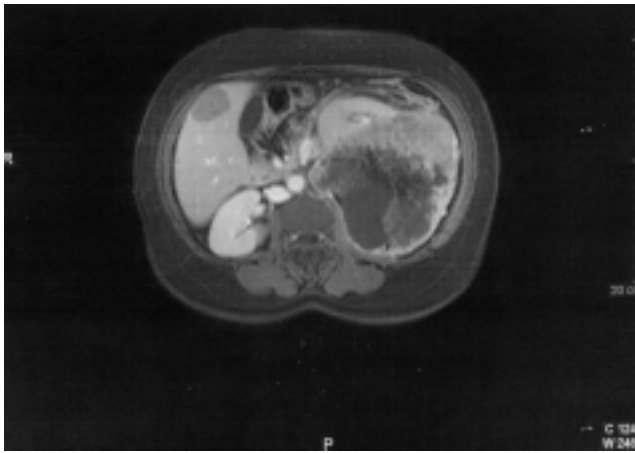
Resonancia magnética con gadolinio en corte axial.
